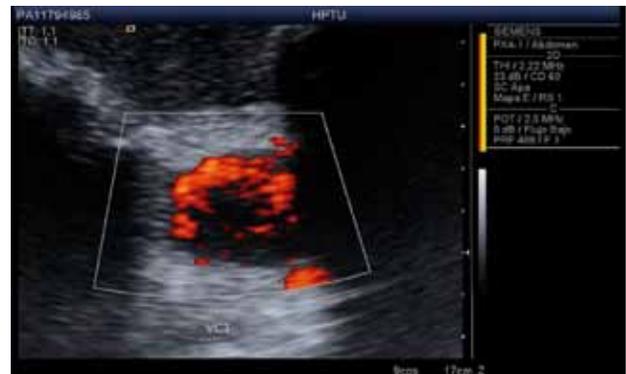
Trombosis de vena cava inferior. Imagen de la ecografía Doppler poder de la vena cava inferior; que muestra trombo dentro de la luz de la vena.
